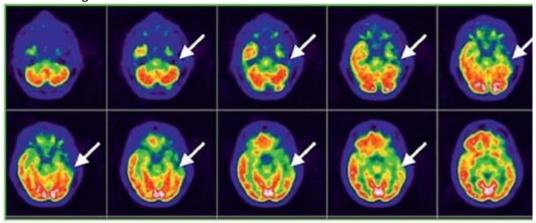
Позитронная эмиссионная томография при эпилепсии. Эпилептогенный очаг в виде гипометаболизма в зоне правой височной области
